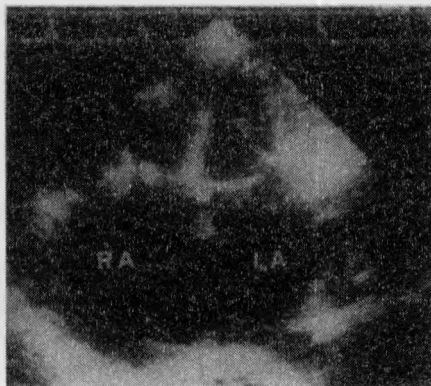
Вид четырех камер сердца на трансторакальном эхокардиографическом изображении из верхушечного доступа при дефекте межпредсердной перегородки типа *secundum*. Каудальная и вентральная части перегородки интактны. Правые камеры сердца расширены
